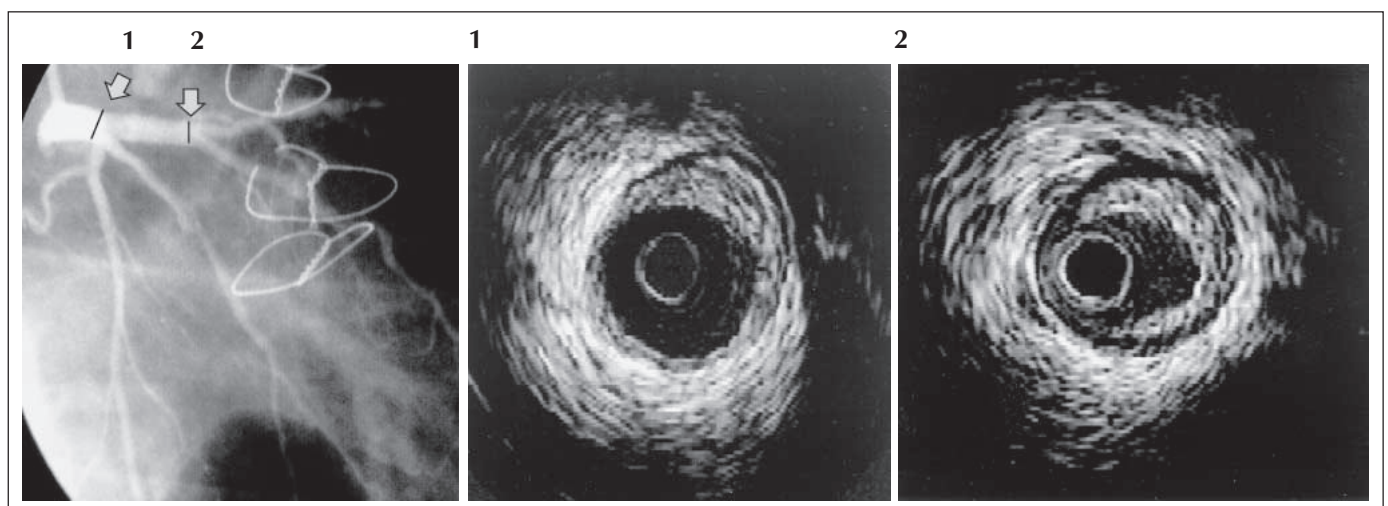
Angiographisch ist der Hauptstamm unauffällig, sonographisch lassen sich deutliche konzentrische Intimaverdickungen darstellen.
